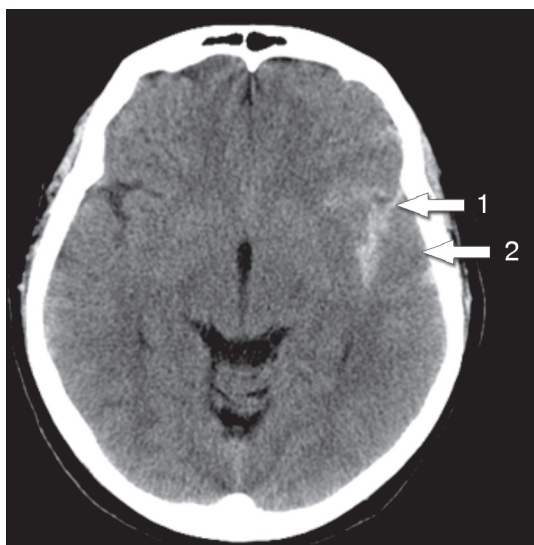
Компьютерная томограмма головного мозга пациентки Я., 70 лет, с диагнозом разорвавшаяся аневризма супраклиноидного отдела правой VCA: следы крови в силвиевой щели справа (1), в кортикальных бороздах (2).
